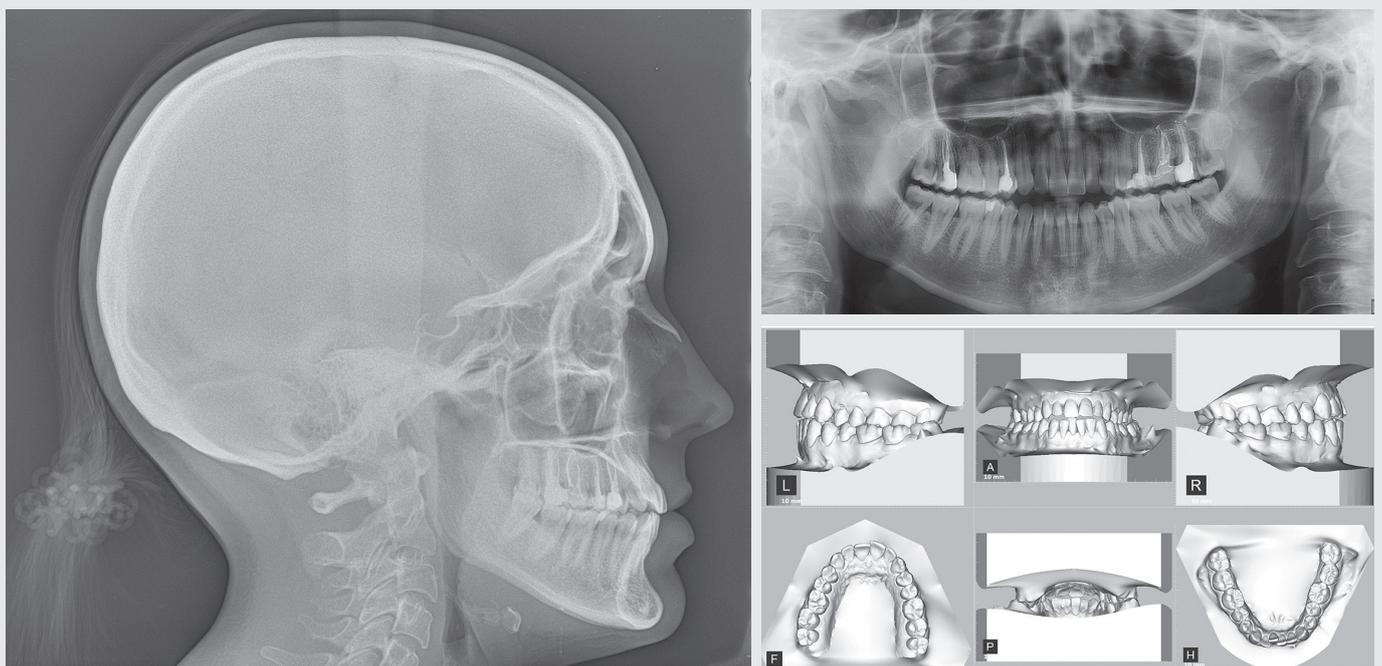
Examens complémentaires avant traitement : clichés téléradiographique et panoramique ; modèles numériques
